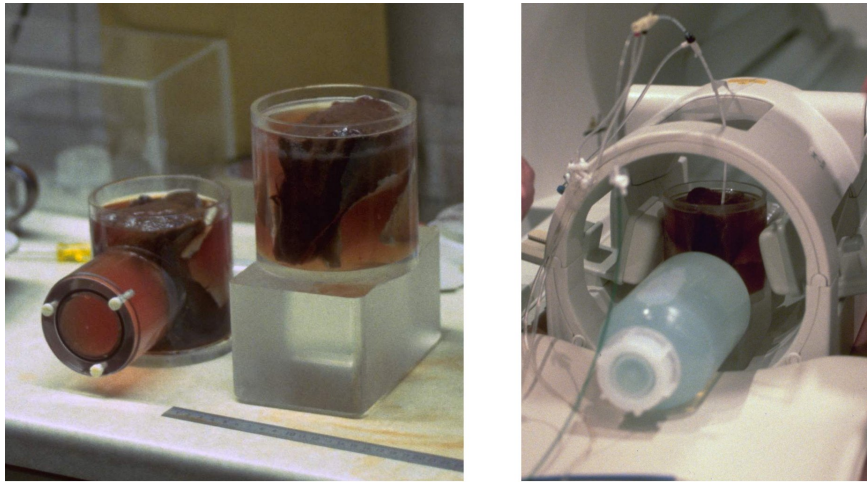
Vergleichende Messung von Leberproben bei Laserapplikation unter Kernspin- und Ultraschallkontrolle. Links im Bild sind die dafür gebauten Probenbehälter zu sehen. Der Ultraschallbehälter hat einen seitlichen Stutzen, in den der Ultraschallkopf eingeschoben wird. Rechts ist der Aufbau für die Messung in der Kopfspule des MR zu sehen. Der Wasserbehälter dient als Gewicht zur Belastung des MRT-Tisches.
